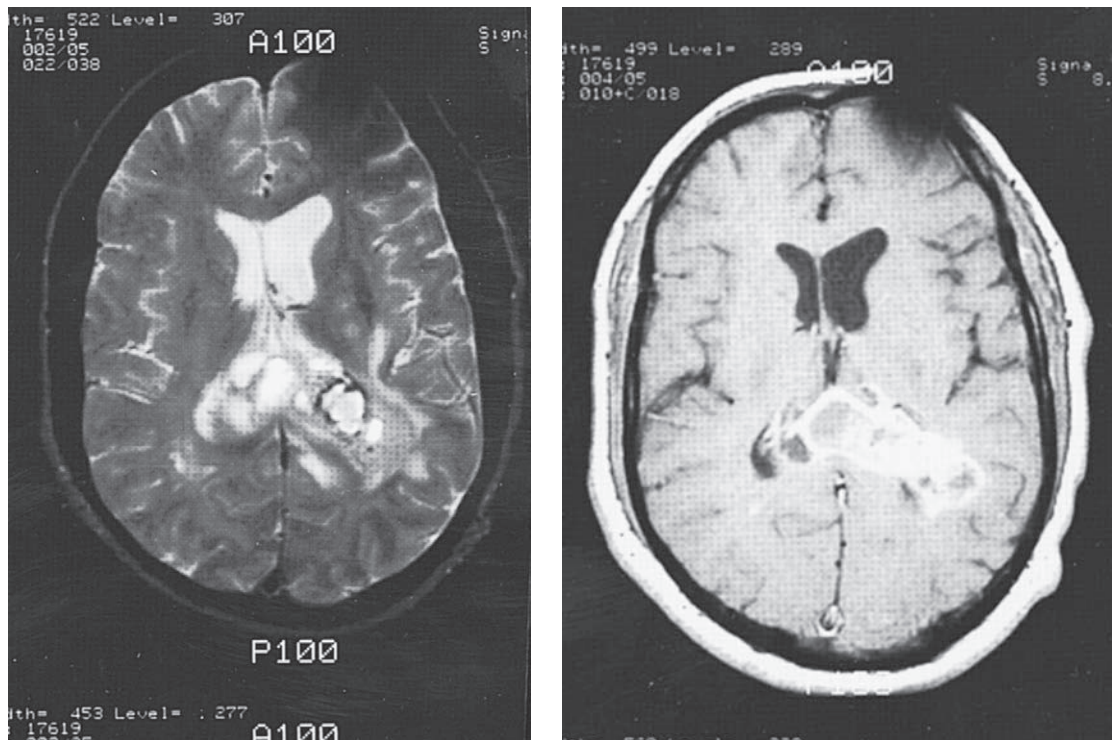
Astrocitoma maligno (glioblastoma multiforme). Las imágenes de MRI T2 sin intensificación (*izquierda*) y T1 intensificadas (*derecha*) ilustran un gran tumor en la profundidad del hemisferio cerebral izquierdo que afecta también el hemisferio cerebral derecho. El borde negro alrededor de una parte del tumor (*izquierda*) representa hemorragia. El paciente era un varón de 59 años de edad que experimentaba convulsiones.
